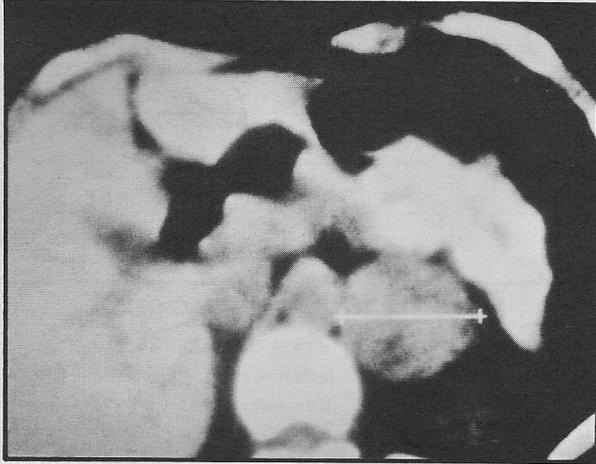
Tomografía axial computadorizada que muestra una masa suprarrenal izquierda.
